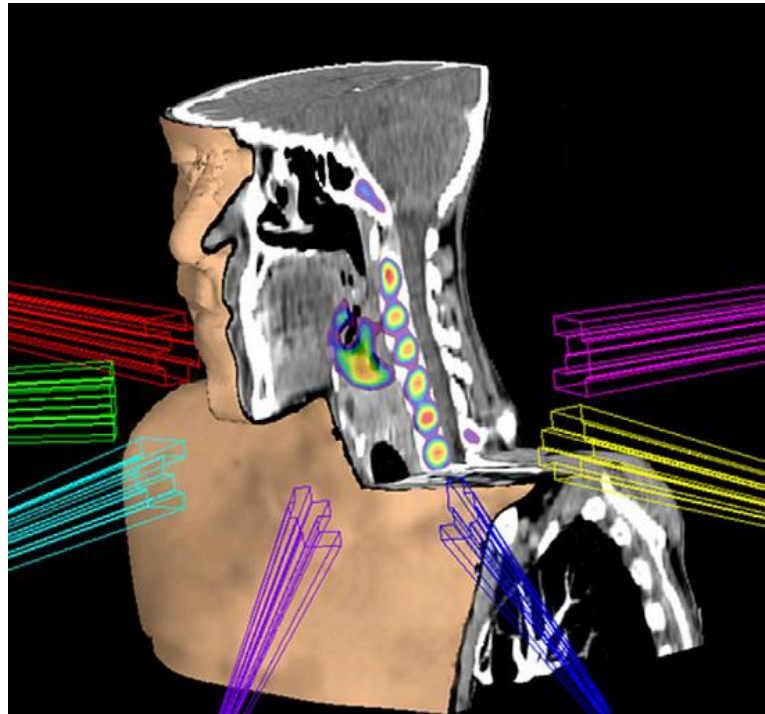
^{18}F -FLT PET/CT scan for image-guided high-precision radiation treatment planning in oropharynx carcinoma.
